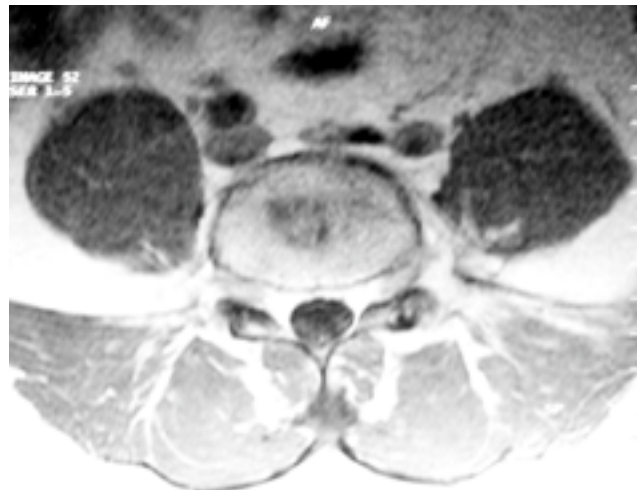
Régression totale des abcès des psoas lombaires. (IRM faite à 12 mois de traitement).
